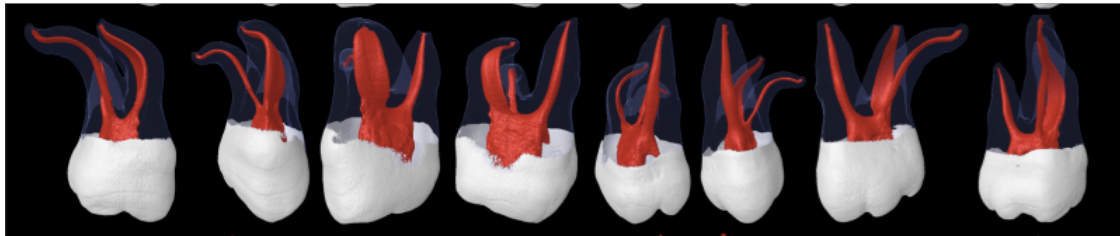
Anatomía interna del segundo molar superior, reconstrucción por medio de microtomografía (3).
